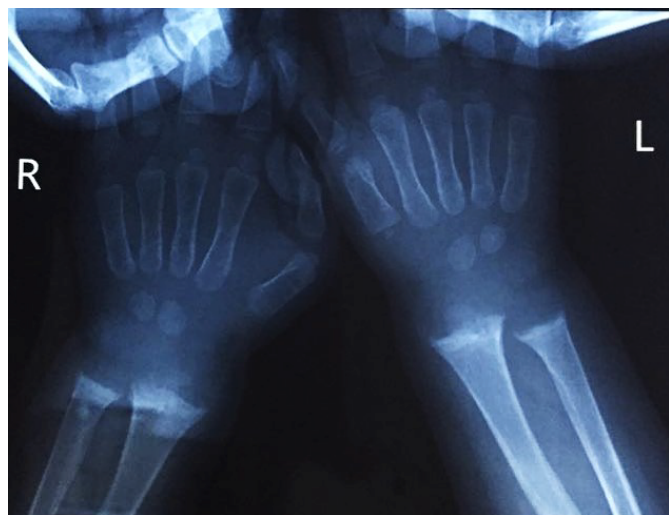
Рентгенография костей верхних конечностей.
